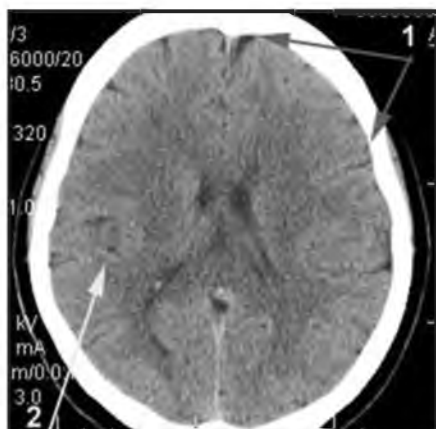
Пациент X, женщина, 60 лет. КТ головного мозга до проведения эндовакулярного лечения:
